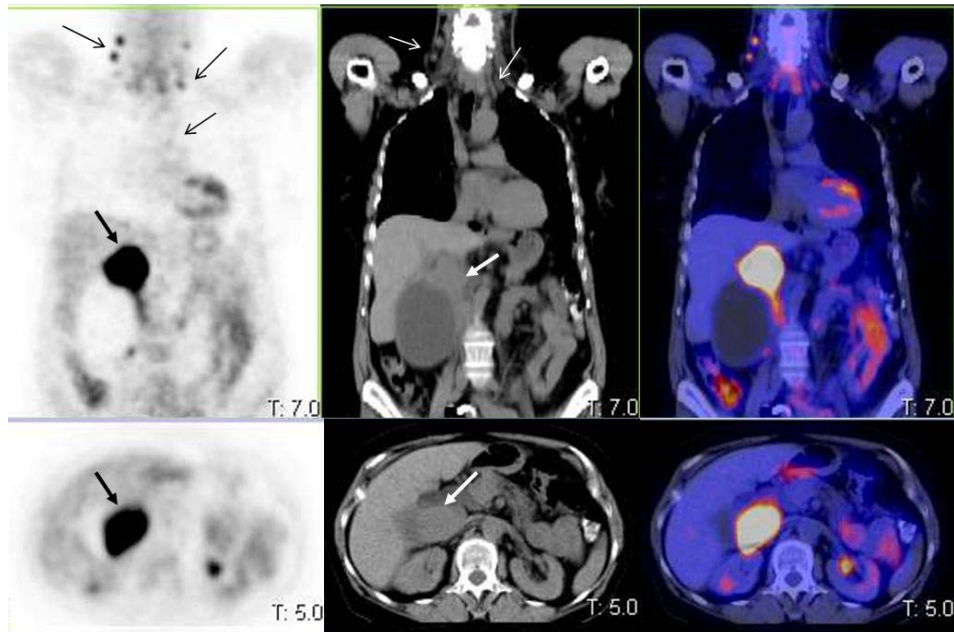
Paciente 18. Cortes coronales y axiales seleccionados de PET, TAC y fusión, en la que se aprecia una masa hipermetabólica a nivel de hilio hepático (SUV 10,64), en la vesícula biliar (flecha gruesa), con afectación del parénquima hepático adyacente (SUV 24,64) que comprime la vía excretora de la misma, provocando una importante dilatación de la vesícula que se extiende en sentido caudal hasta la altura de pala iliaca derecha en las imágenes de la TAC. En las imágenes PET se visualiza como una gran masa ametabólica a dicho nivel. Adicionalmente se observan múltiples focos en región basocervical (flechas finas) y espacios supra e infraclaviculares de modo bilateral (SUV 3,74), y un refuerzo focal paratraqueal izquierdo (grupo 4L). Todo ello se interpretó en el contexto oncológico de la paciente, pero la biopsia de una adenopatía cervical demostró infiltrado granulocitario compatible con sarcoidosis[165].
